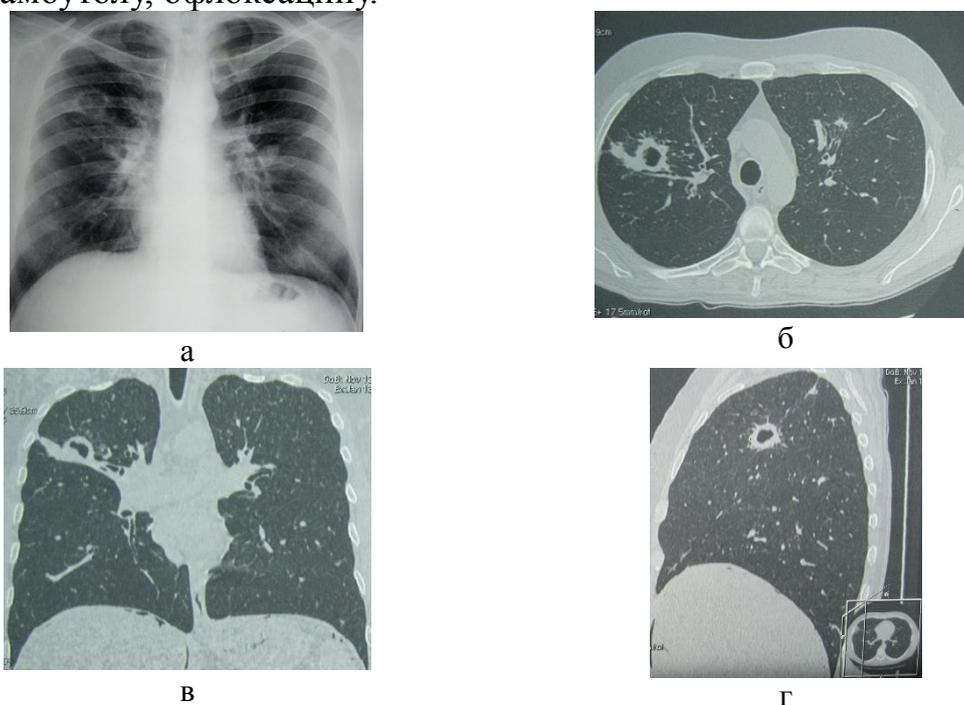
Рентгеновские снимки грудной клетки пациента Д. до оперативного вмешательства: а – обзорный, б, в, г – КТ
